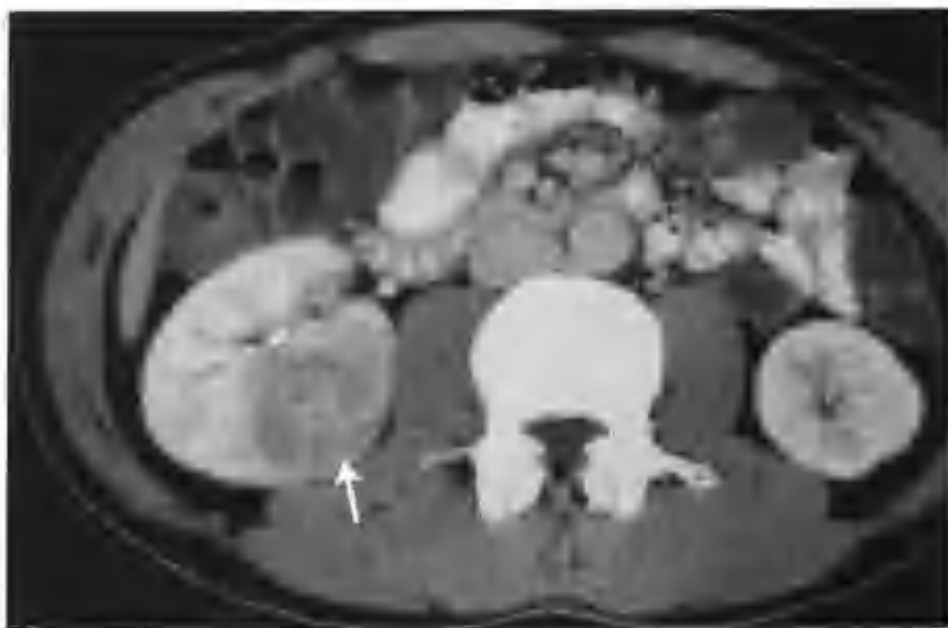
与图 2-1-39 为同一病例，肾实质期肿瘤强化明显减低，CT 值 117HU（箭头）
